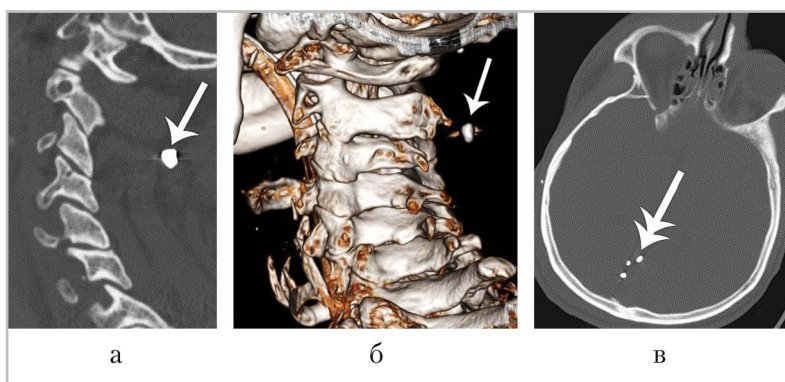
КТ-исследование демонстрирует локализацию инородных тел — металлических осколков в мягких тканях шеи (*размерные стрелки*) и полости черепа (*двойная стрелка*): *а* — аксиальная томограмма шеи, выполнена на уровне С3 позвонка; *б* — реконструированное объемное КТ-изображение; *в* — аксиальная томограмма, выполнена на уровне группы инородных тел в задней черепной ямке
